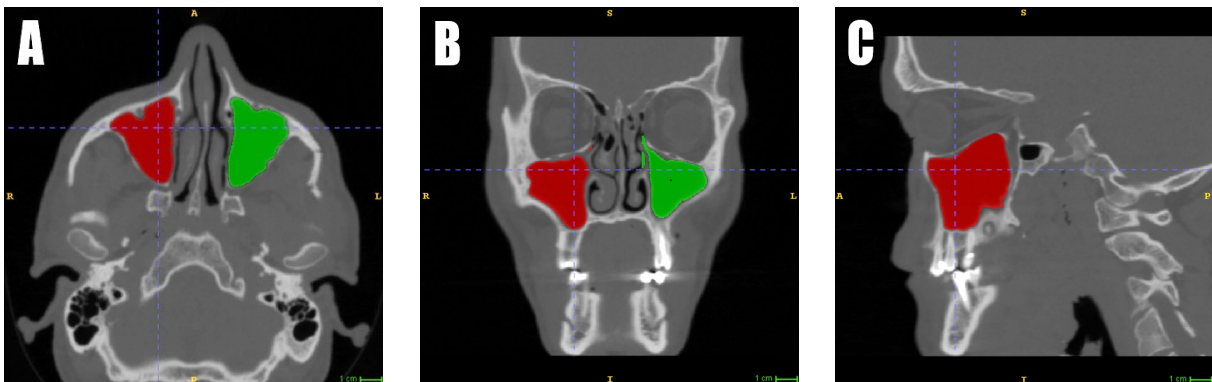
CT-Aufnahme mit stark dislozierter, isolierter Jochbogenfraktur links in (A) axialer, (B) koronaler und (C) sagittaler Ansicht dargestellt mit beidseitig gemessenen Volumen (rot und grün)
